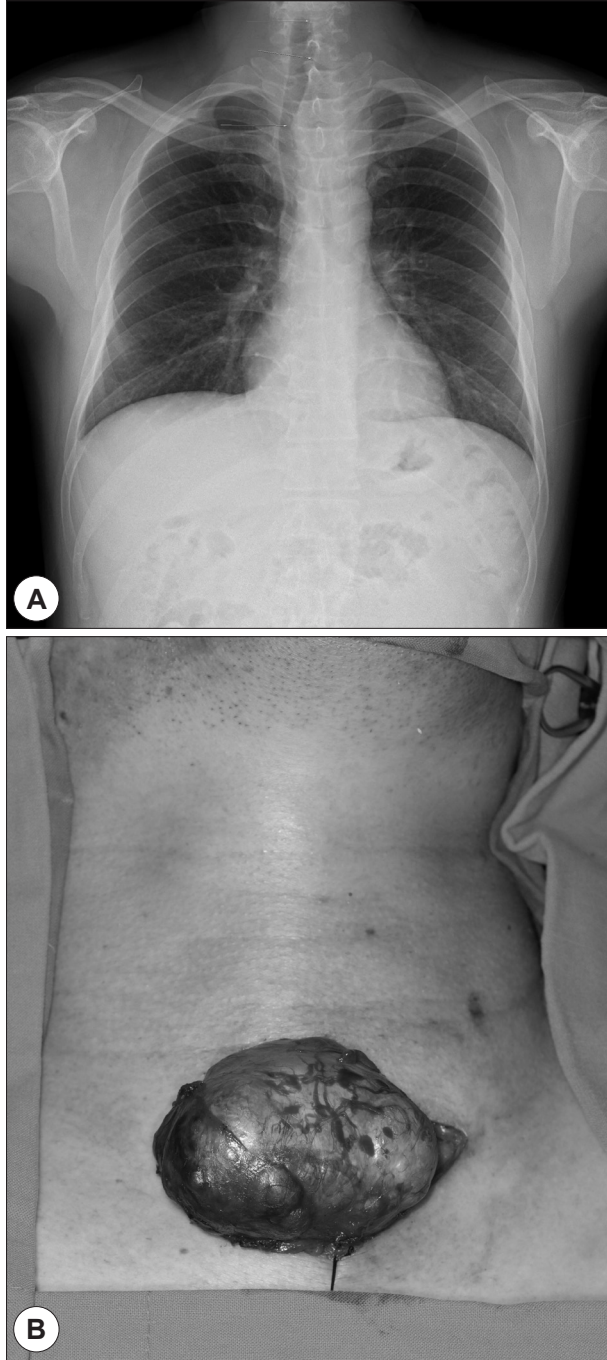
A : Chest radiograph shows a mass located over lower central neck and upper mediastinum. The mass was bulging to trachea, Trachea was deviated to right side. B : This photograph was taken on operation field. 6 cm sized, yellowish, well-margin ovoid mass was bulging on incision opening.
